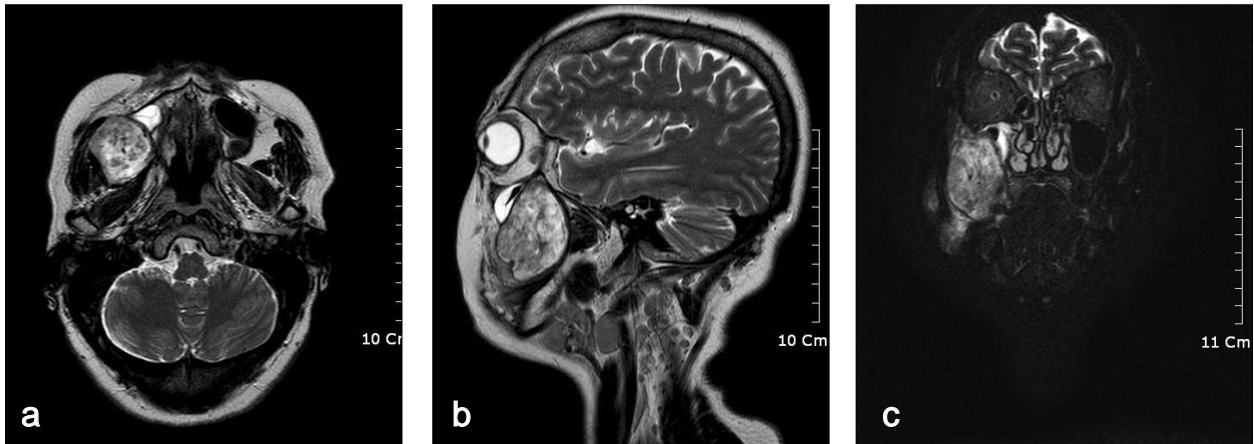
Pre op. MRI. Axial(a), Sagittal(b), and Coronal(c) planes of MRI imaged taken at first visit. 3.5 X 3.5 X 5cm sized oval shaped soft tissue neoplasm can be identified in right retromaxillary fat pad area.
